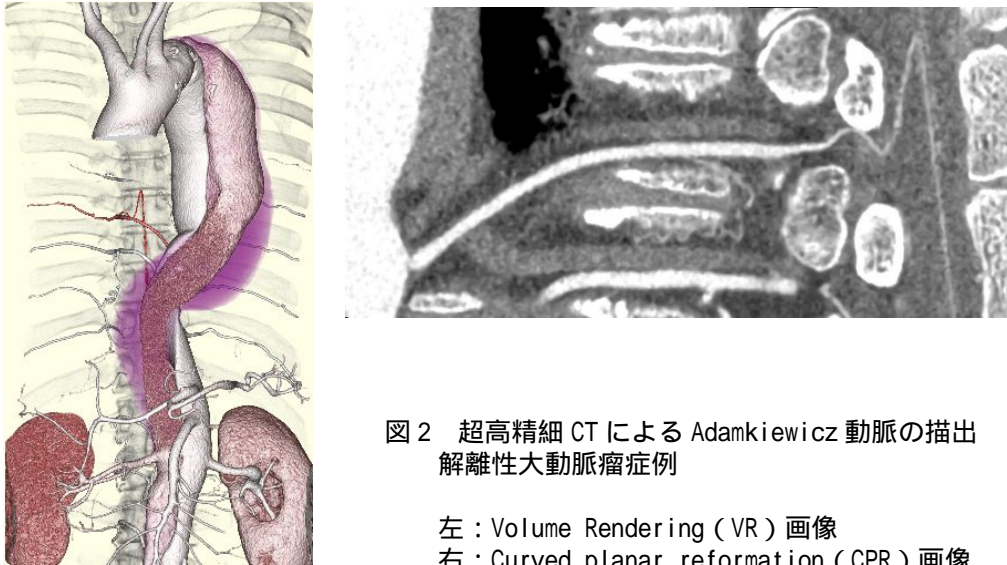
超高精細 CT による Adamkiewicz 動脈の描出
